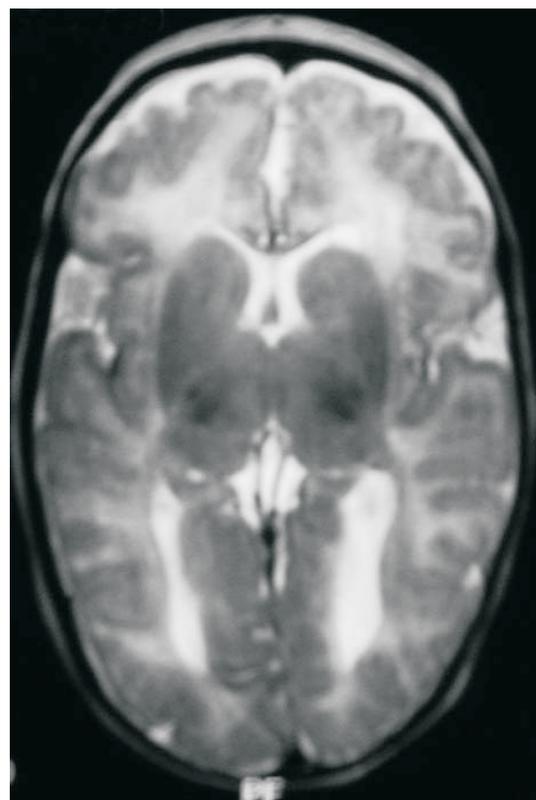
RMN cerebral. Corte axial en T2 mostrando retardo en la mielinización, con pobre opercularización, Cisternas de Silvio profundas y aumento de los espacios subaracnoideos.
